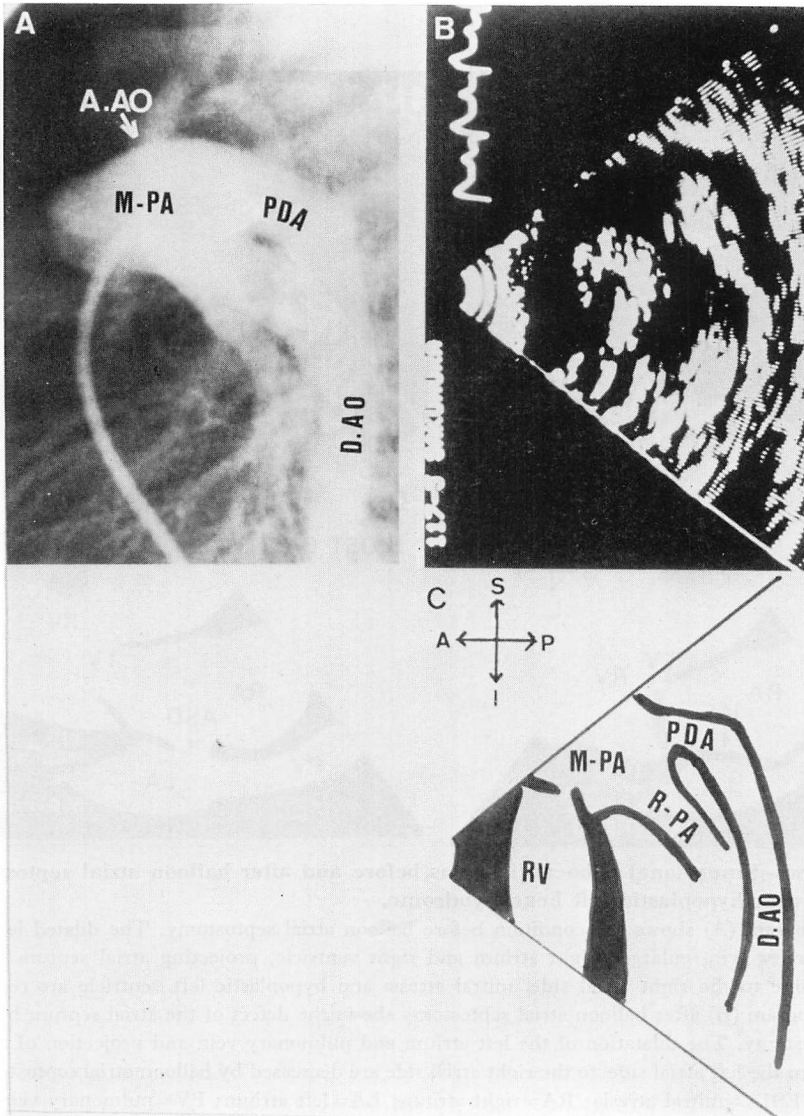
Mitral and aortic atresia: Two-dimensional echocardiogram (B, C) and main pulmonary arteriogram (A).
